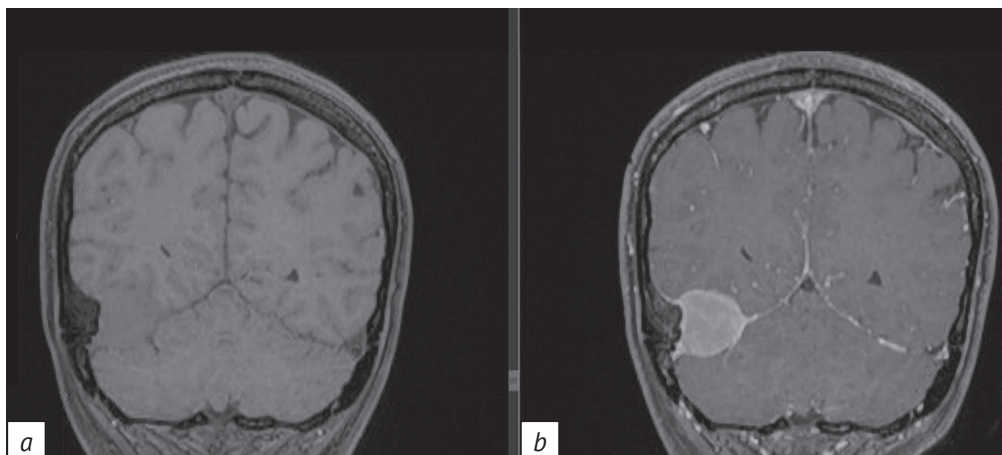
МРТ головного мозга, коронарный срез в режиме T1-ВИ до (а) и после (б) введения контрастного вещества. Прослеживается интенсивное накопление контраста
